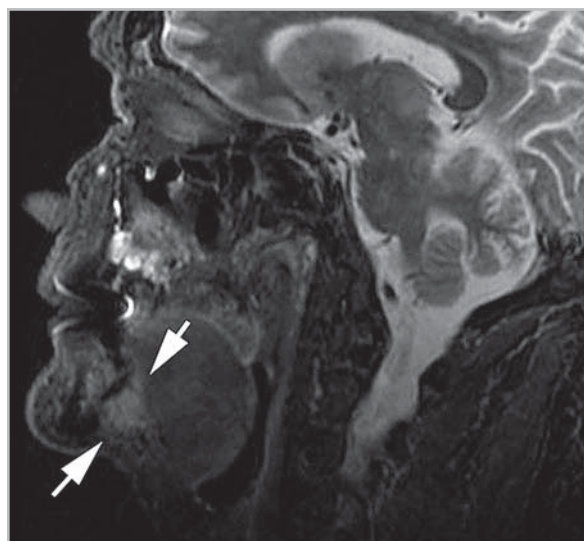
Магнитно-резонансная томограмма дна полости рта в сагиттальной проекции. Опухоль дна полости рта, T2N0M0 (стрелки)
